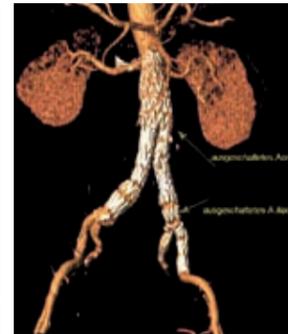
3-D-Kontroll-CT-Angiographie nach Implantation eines Aortobiliacalen Aortenstentgrafts mit zusätzlicher iliacaler Bifurkationsprothese links.
